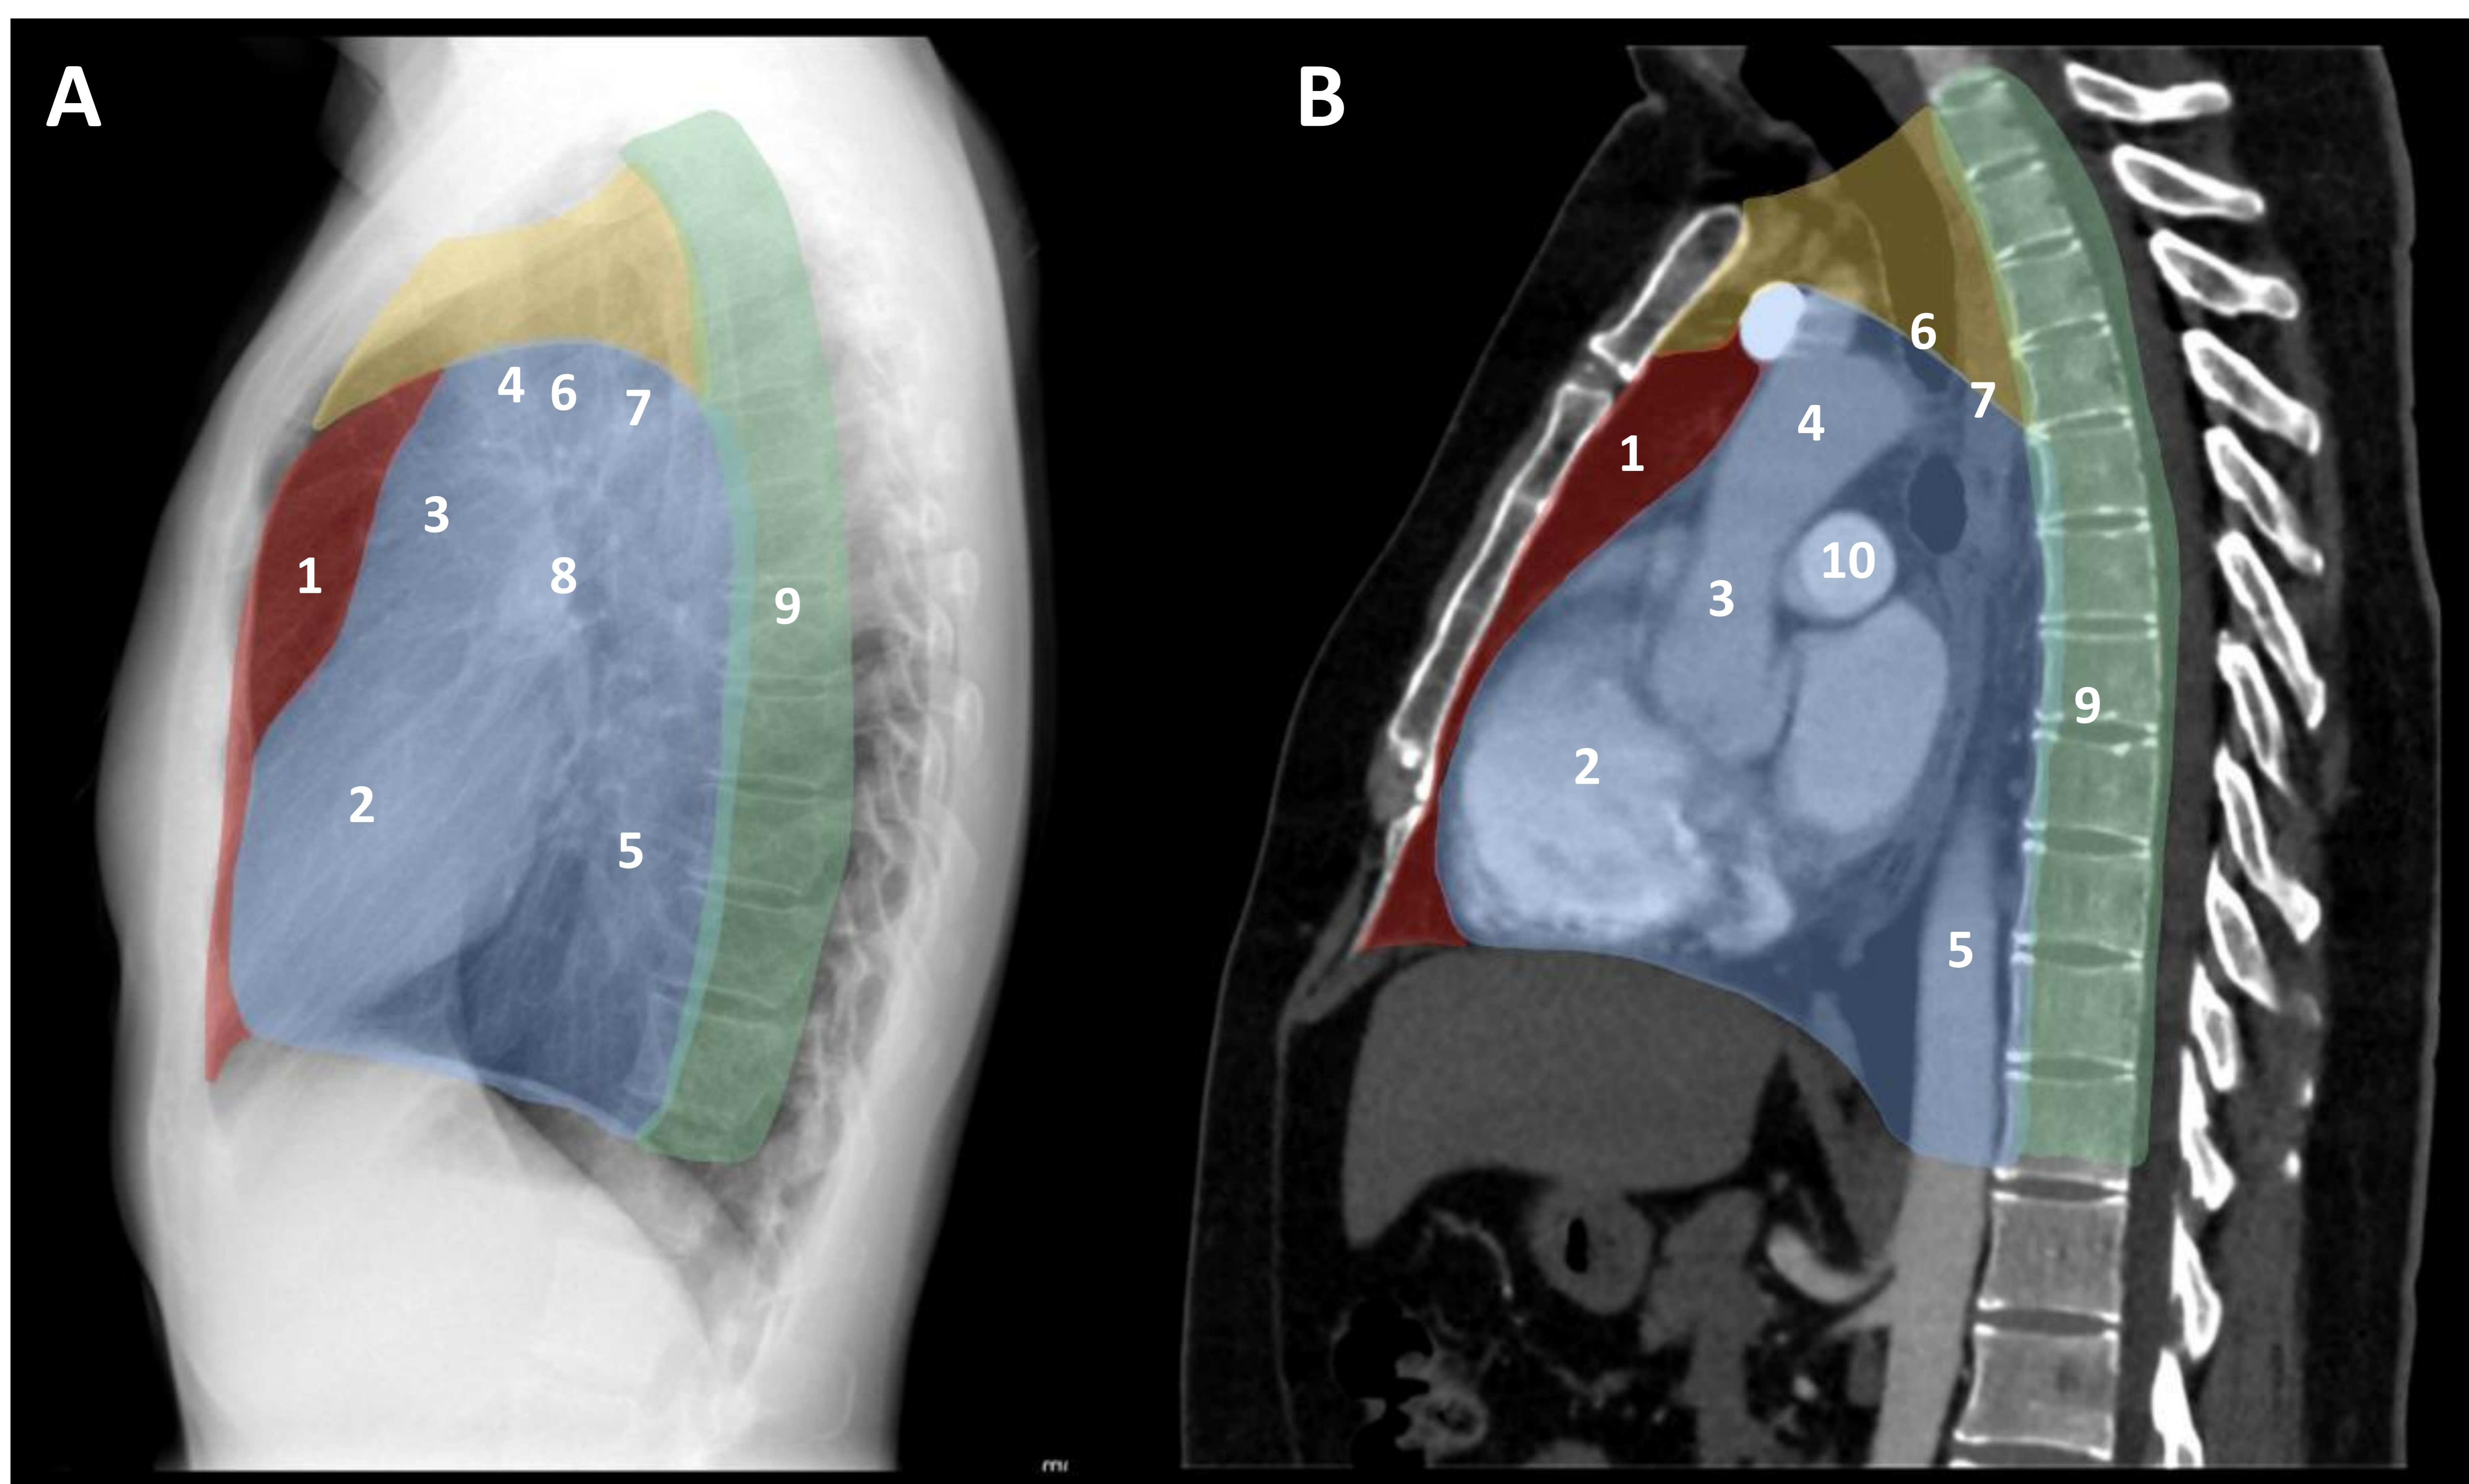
División del mediastino. Modelo de cuatro compartimientos. Rx Tórax en proyección lateral (A). TC Tórax con CIV y ventana de mediastino en reconstrucción sagital (B). Mediastino superior (amarillo), mediastino anterior (rojo), mediastino medio o visceral (azul) y mediastino posterior (verde). 1: Espacio prevascular. 2: Corazón. 3: Aorta ascendente. 4: Cayado aórtico. 5: Aorta descendente. 6: Tráquea. 7: Esófago. 8: Hilio pulmonar. 9: Columna dorsal. 10: Arteria pulmonar.
